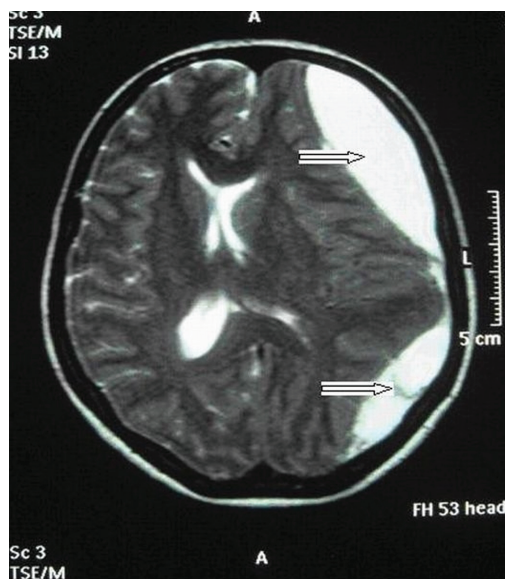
Resonancia magnética del cráneo 42 días después de la anestesia Subaracnoidea mostrando la imagen del hematoma subdural crónico a la izquierda, con desvío de las estructuras de la línea promedio intracraneal para la derecha.
